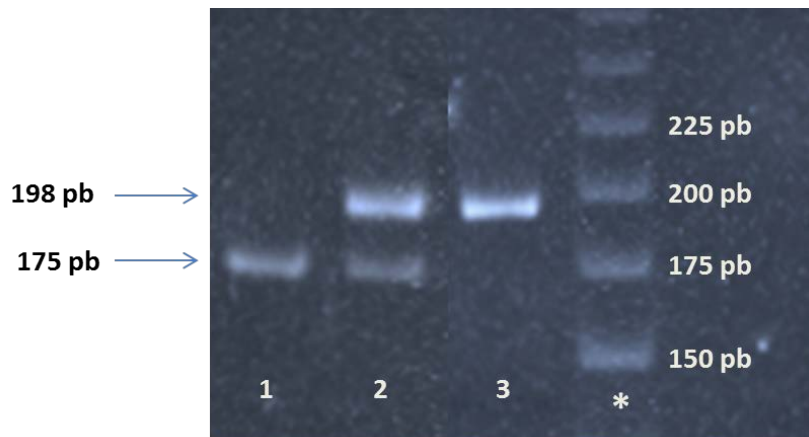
Gel de poliacrilamida corado pelo brometo de etídeo com os genótipos do polimorfismo *MTHFR* 677C>T. As canaletas do gel estão enumeradas em ordem crescente e as bandas representam as amostras após digestão pela enzima *Hinfl*. 1: TT= homozigoto para o alelo T; 2: CT= heterozigoto CT; 3: CC= homozigoto para o alelo C. A banda correspondendo a 23pb não está representada nesse gel. *: marcador de peso molecular de 25 pb.
